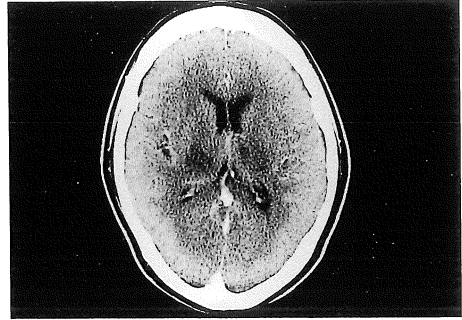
The enhancement in the thalamus has been disappeared on CT 24 days after the onset.
